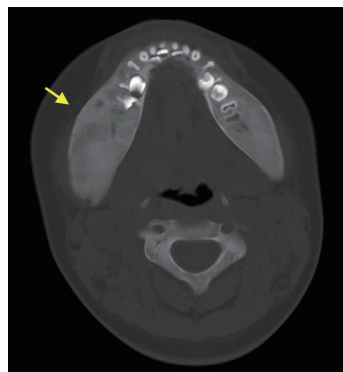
Computed tomography taken at age 4Y 11M. Right mandibular bony swelling is observed.
